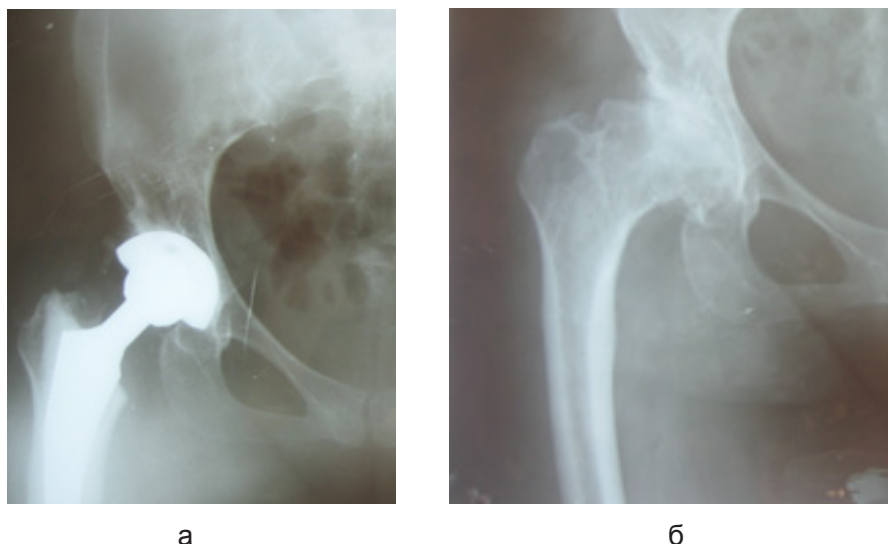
Больная О.С., диагноз: диспластический коксартроз справа I степени; рентгенограмма тазобедренного сустава в прямой проекции: а - до операции, б - после тотального замещения тазобедренного сустава имплантатом фирмы TREU гибридной фиксации
